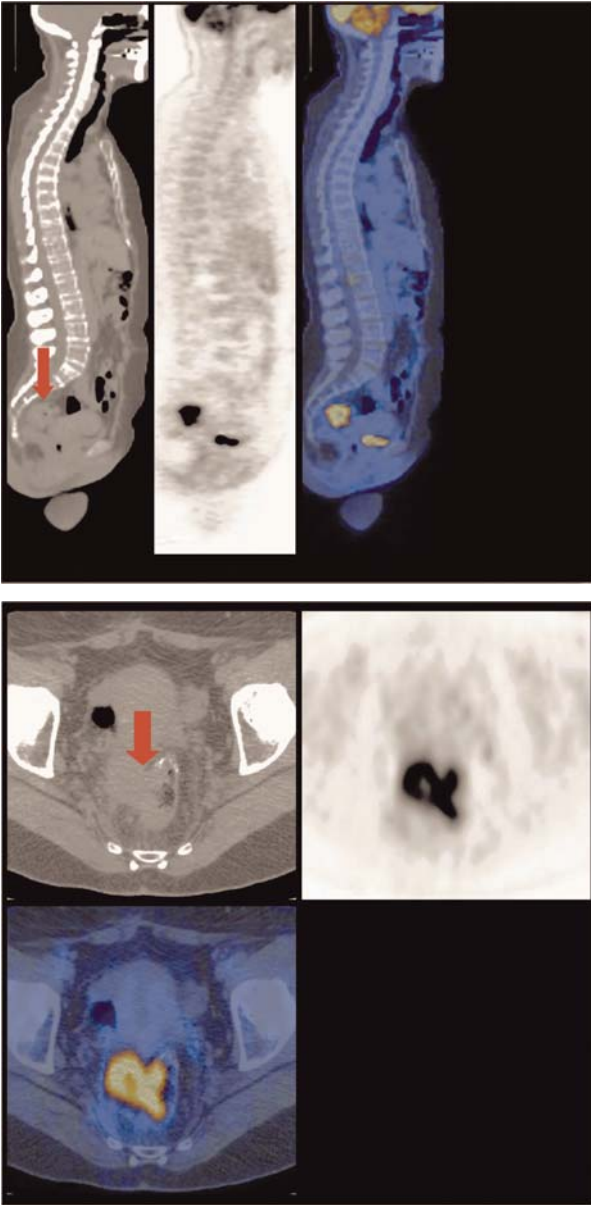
Sezioni sagittale (*sopra*) e assiale (*sotto*) di una lesione pre-sacrale che capta l'FDG
